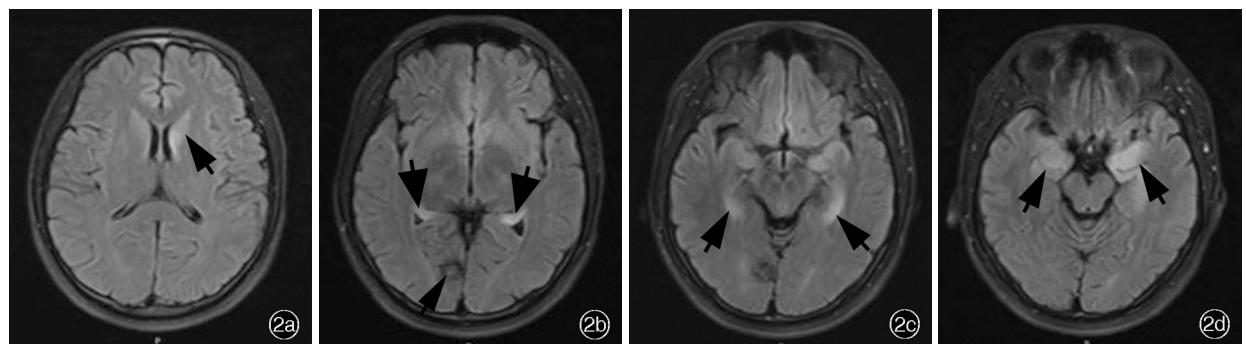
入院后复查头部MRI(2020年5月12日)所见 2a 横断面FLAIR成像显示左侧尾状核头异常高信号影(箭头所示) 2b 横断面FLAIR成像显示双侧颞叶内侧异常高信号影(粗箭头所示),右侧枕叶海绵状小血管瘤(细箭头所示) 2c,2d 横断面FLAIR成像显示双侧颞叶内侧异常高信号影(箭头所示)
